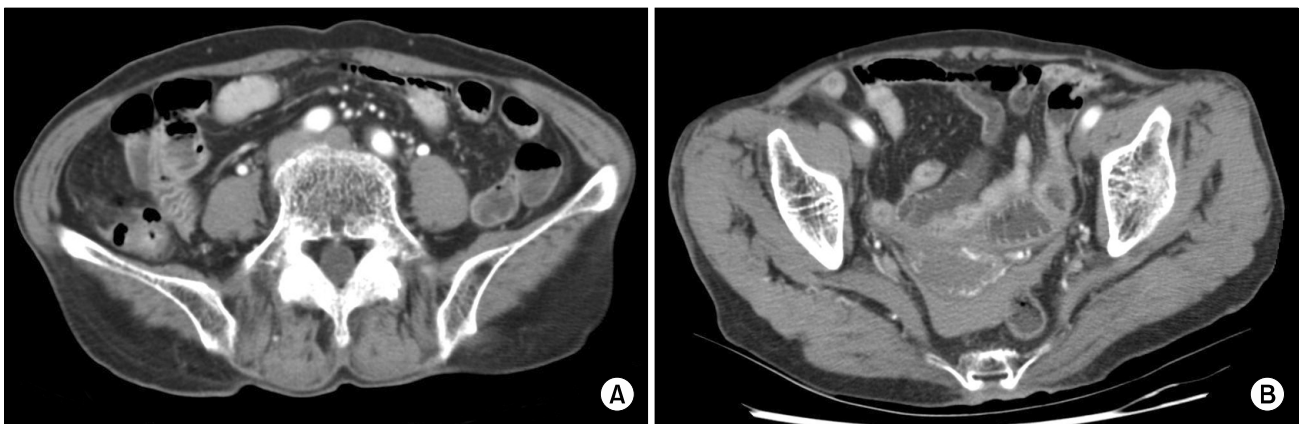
CT scan show resolved intramural hemorrhage (A) and nearly absorbed fluid collection in pelvic cavity (B) in case 8.
